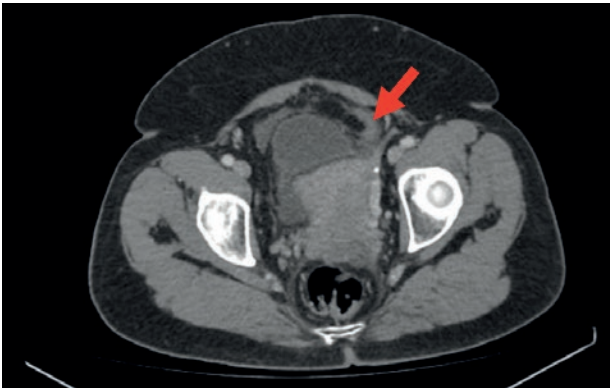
Persisten lesiones anexiales descritas en estudios PET/CT y CT anteriores. Se observan las lesiones pélvicas anexiales referidas en TC, hipodensas. La derecha no muestra significativo hipermetabolismoglicídico, salvo leve en su periferia (SUVmax, de unos 50 mm).
